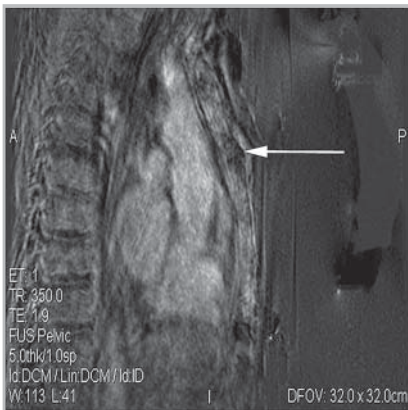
Магнитно-резонансная томография, сагиттальная проекция T2ВИ; контроль выполнения процедуры абляции. Появление отека мягких тканей вдоль надкостницы грудины, подвергшейся термическому воздействию.
